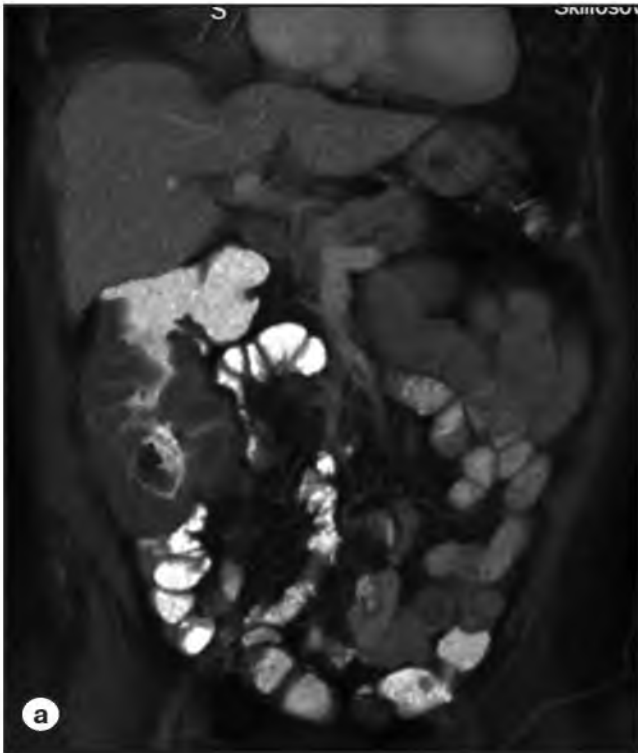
а,б – МСКТ брюшной полости (реконструкция в проекции энтерография). Циркулярное утолщение стенки слепой кишки и начальных отделов восходящей ободочной кишки резко суживающее просвет.
